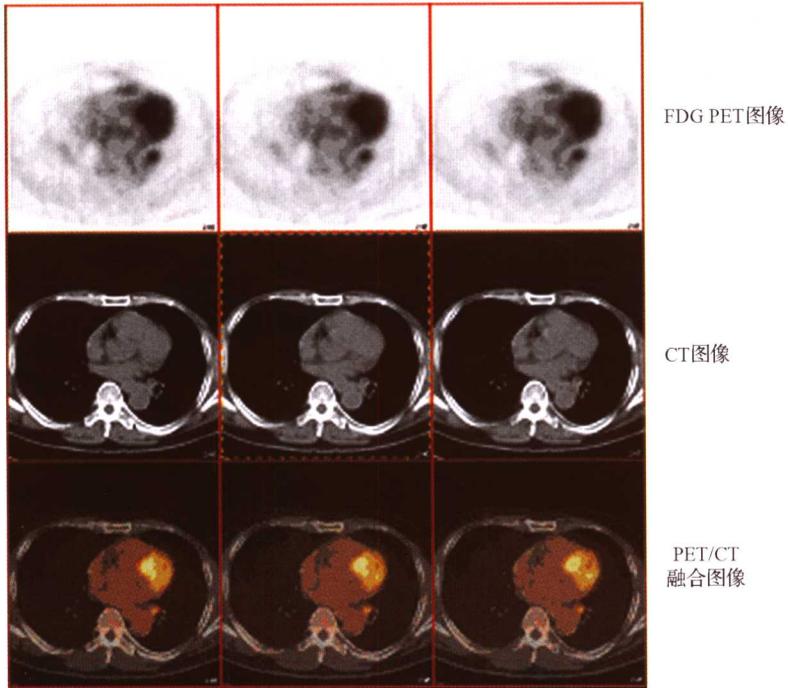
左下肺恶性病变 PET/CT 图像
